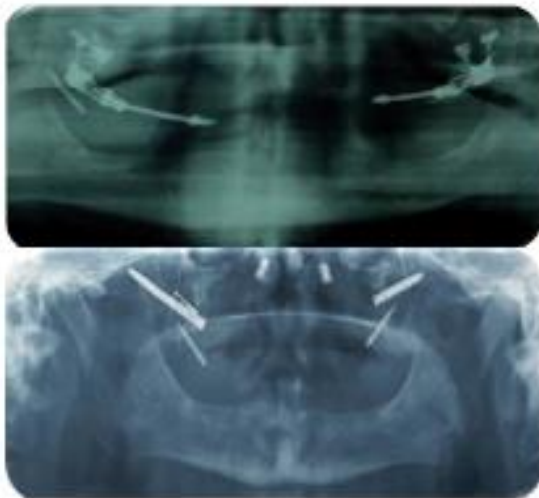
Seguimiento con ortopantomografías de distractores óseos e implantes colocados.
